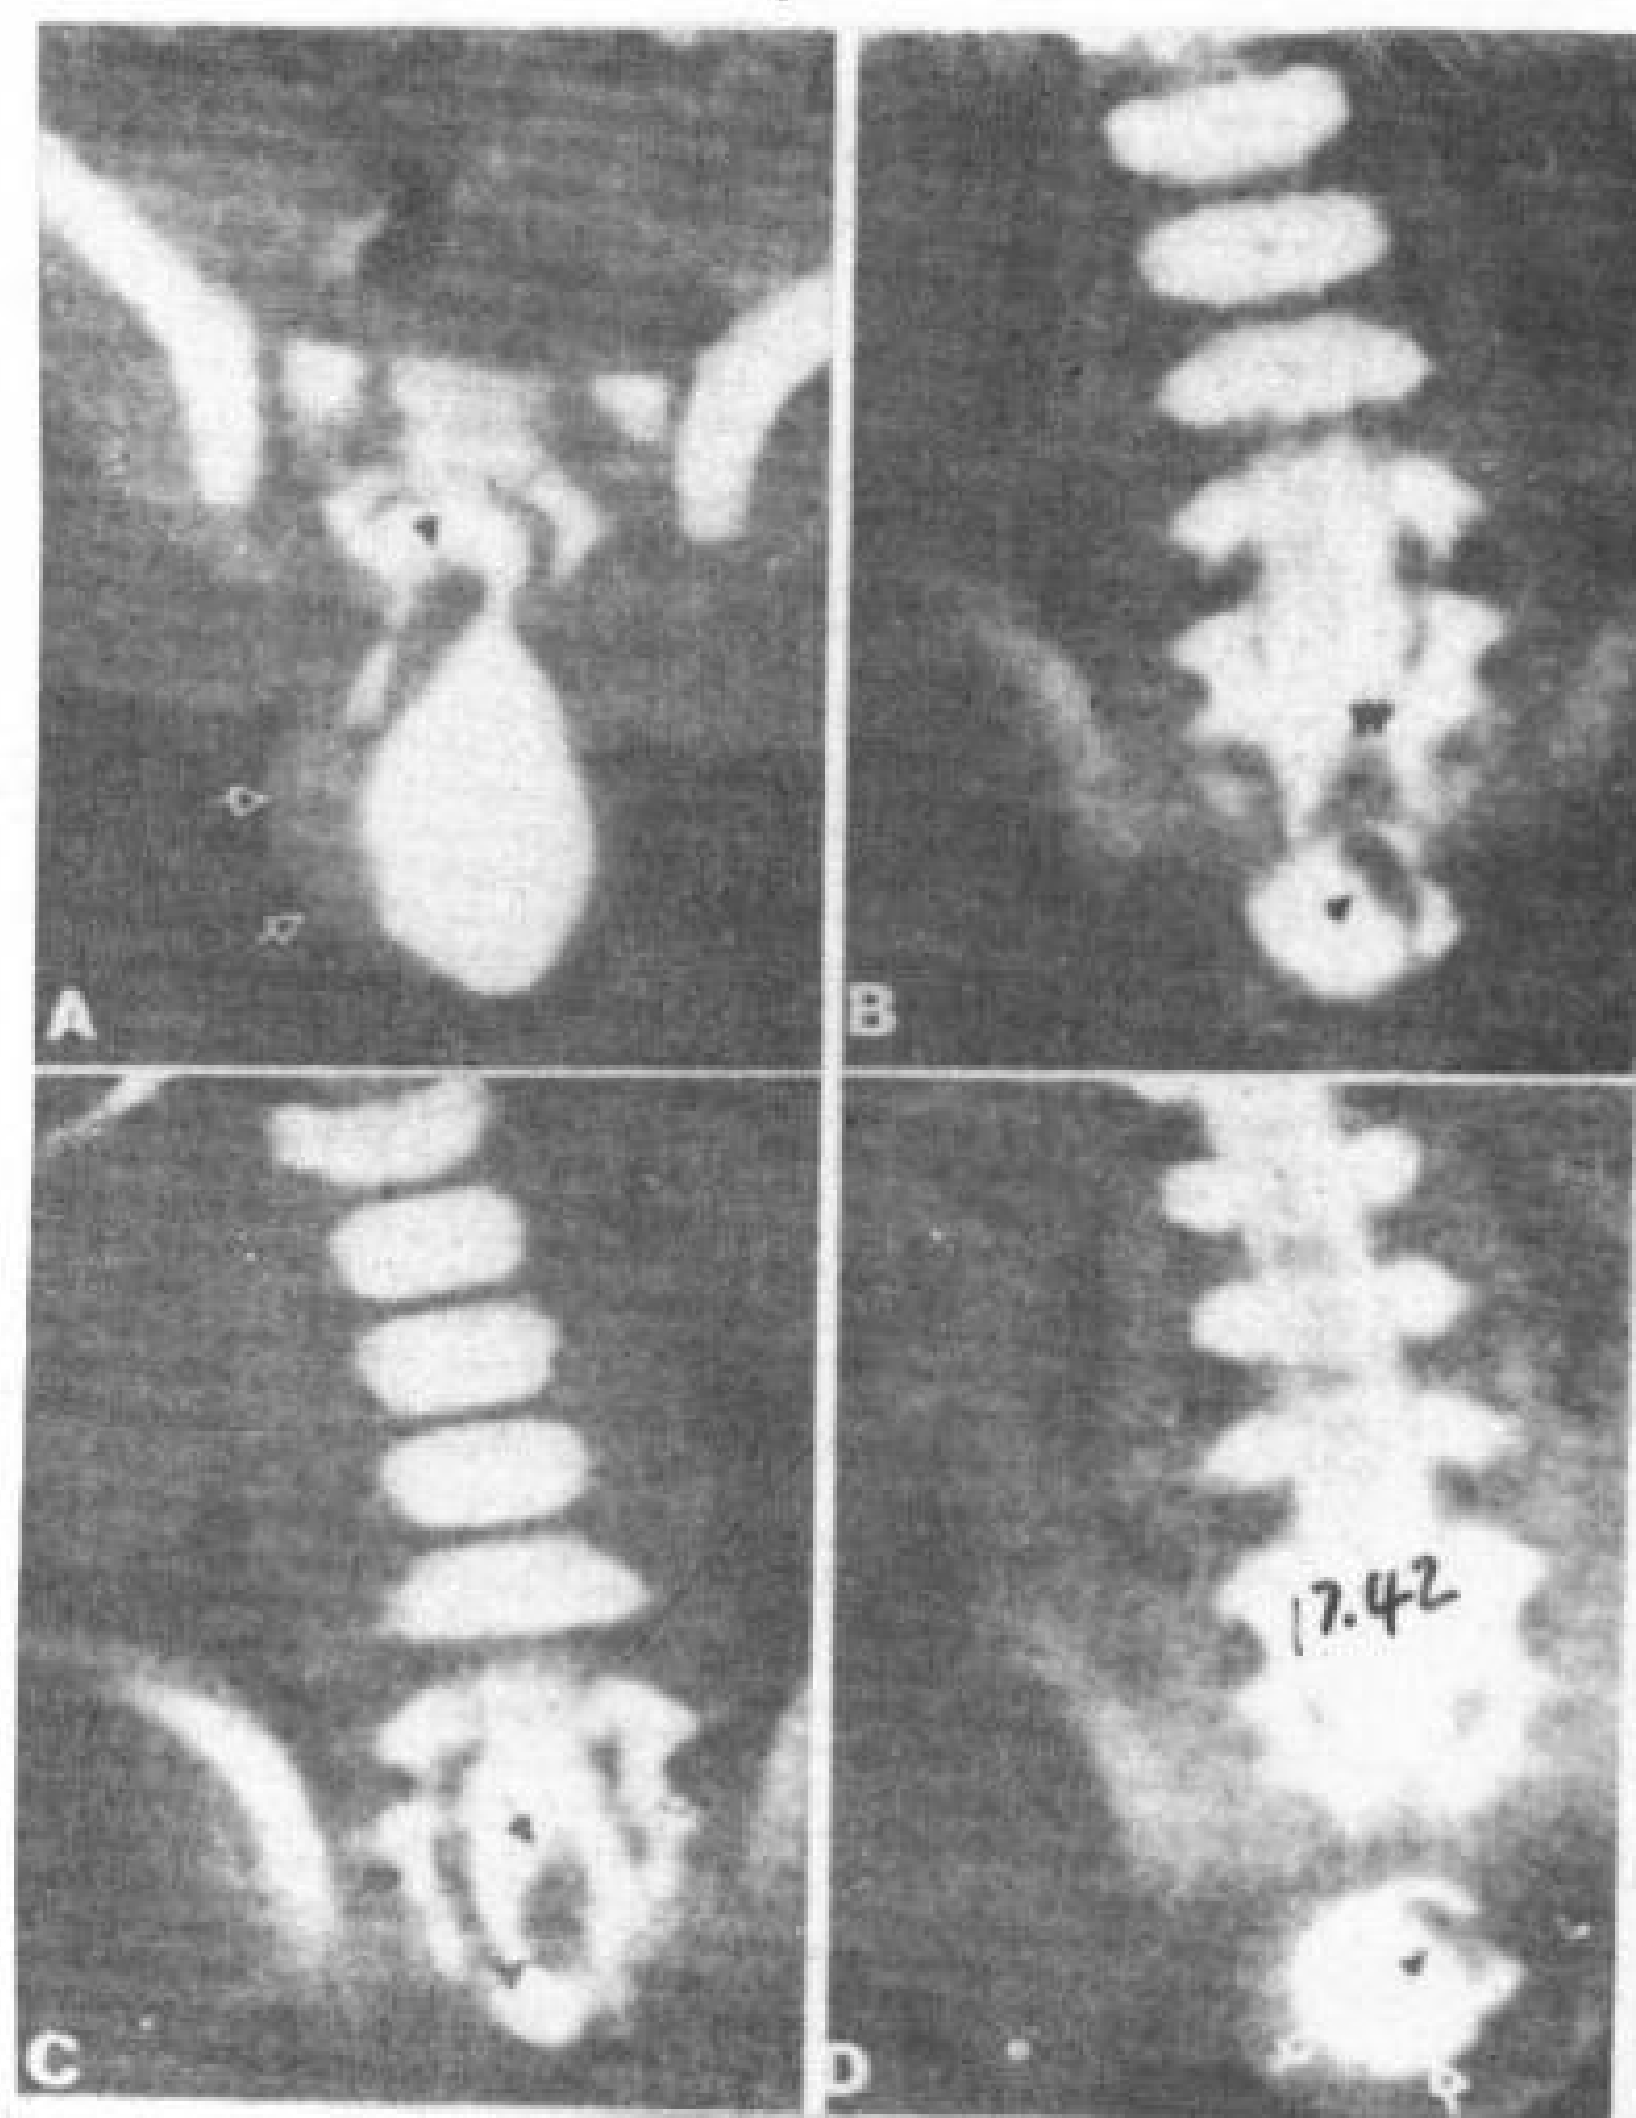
脂肪脊髓脊膜突出。1个月女婴，CT脊髓造影。
